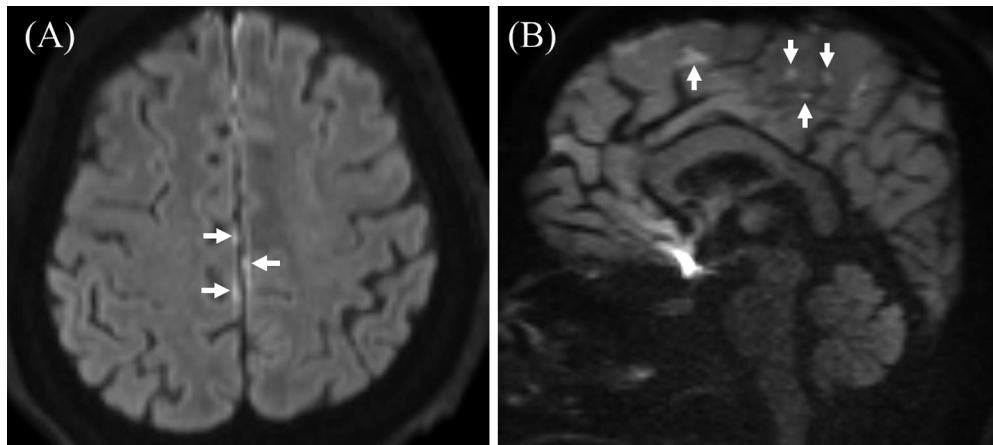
Brain magnetic resonance imaging (MRI) on day 47 (the day of admission) (A) and on day 53 (after 3 days of steroid pulse therapy) (B) of Patient 2.
